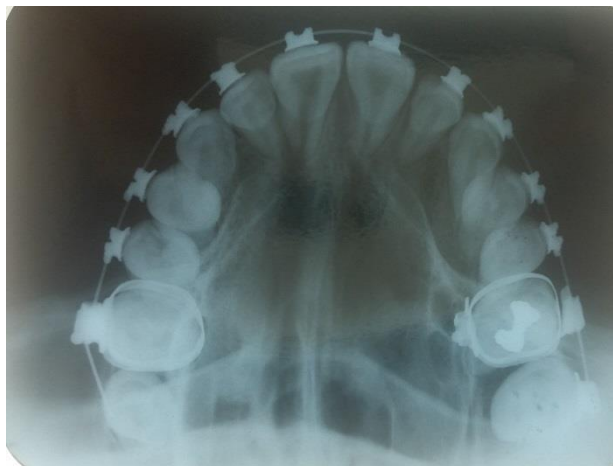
Radiografia oclusal após cirurgia
